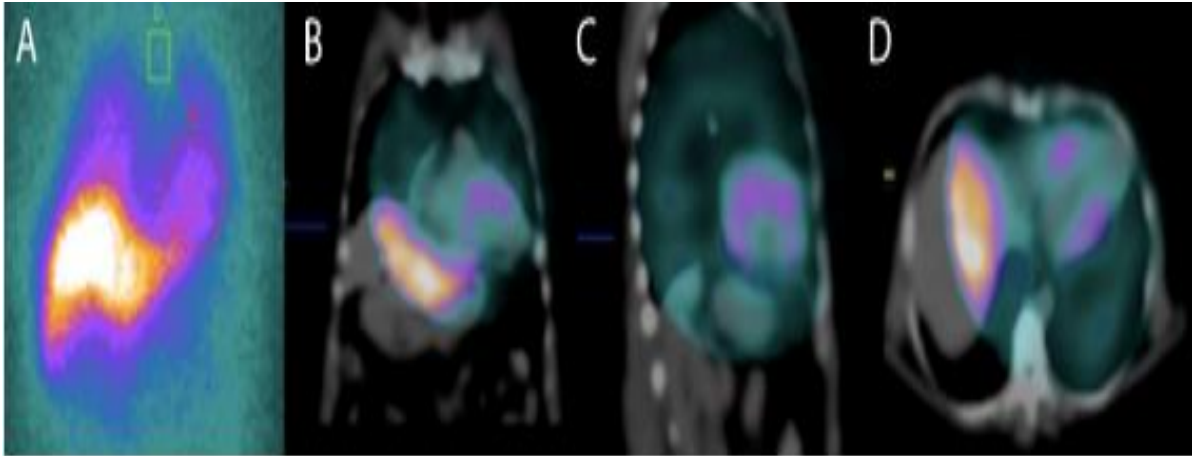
Cintilografia miocárdica planar com  $^{123}\text{I}$ MIBG em visão anterior (A) para avaliar a inervação simpática em paciente com CCC e arritmia ventricular. Imagens de Single photon emission computed tomography (SPECT-CT)(tomografia computadorizada por emissão única de fótons) em planos coronal (B), sagital (C) e transversal (D) demonstrando uma captura reduzida de  $^{123}\text{I}$ MIBG nas regiões apical, inferior e lateral indicam denervação simpática nessas áreas e com um pior prognóstico (MOLL-BERNARDES *et al.*, 2020).
